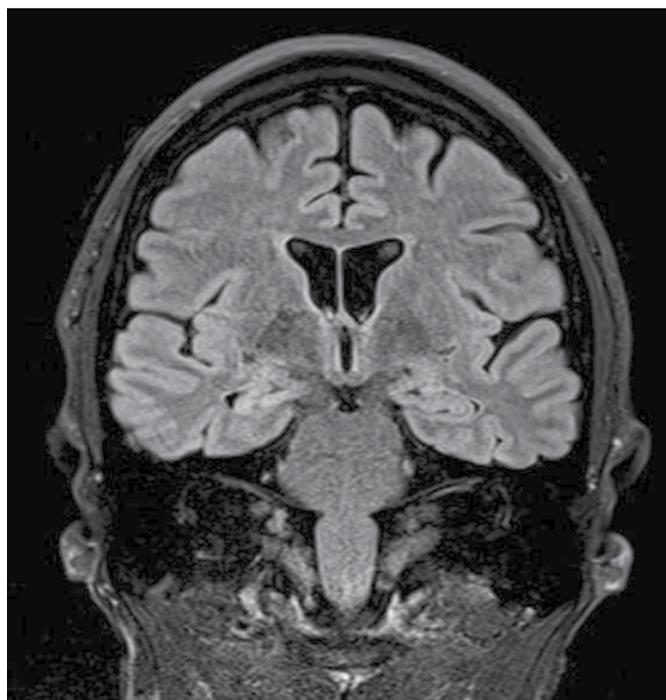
Secuencia FLAIR coronal. Datos de hiperintensidad hipocampal derecha, atrofia hipocampal evidenciada por aumento del volumen del asta temporal del ventrículo lateral. Caso cortesía de Dr. Sandeep Bhuta, Radiopaedia.org, rID: 19736.
